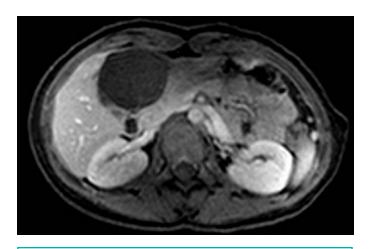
Cistoadenoma biliar en RMN.
